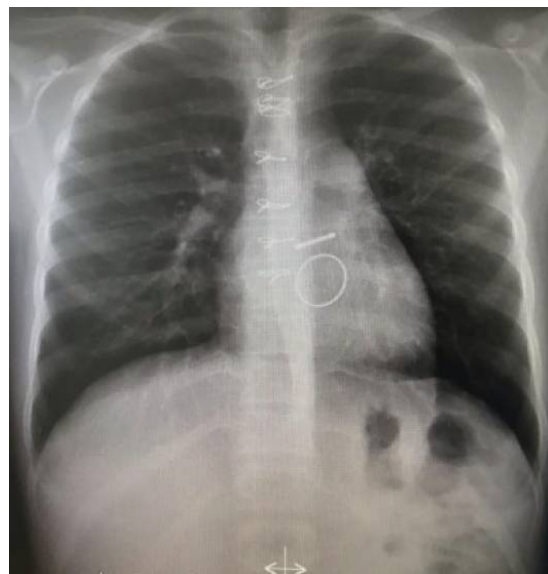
Radiographie thoracique réalisée 6 mois après le remplacement valvulaire par prothèse mécanique [106].
